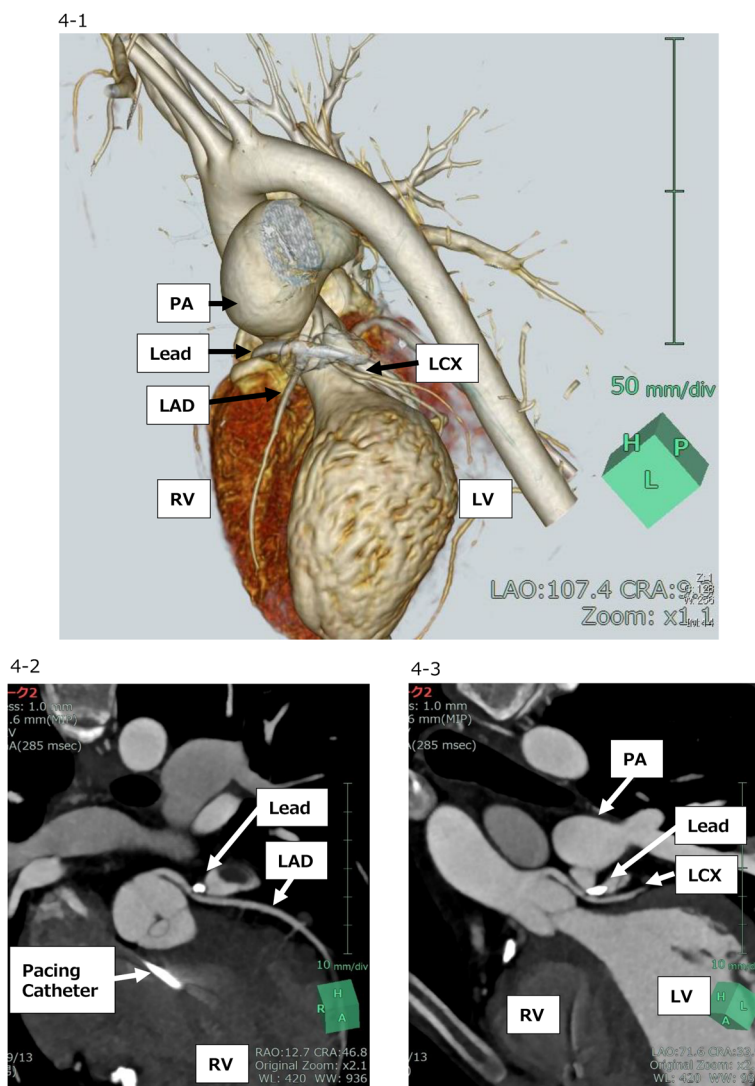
3-dimensional computed tomography images
